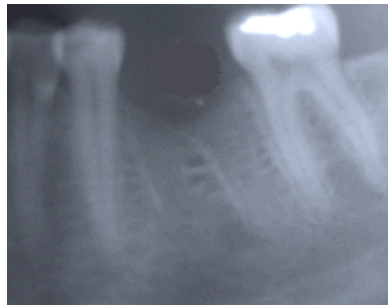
Radiografía Periapical* (Fuente: página de Internet <http://www.oral surgery care.com/implants.html>. Revisado el 28/10/2002).
